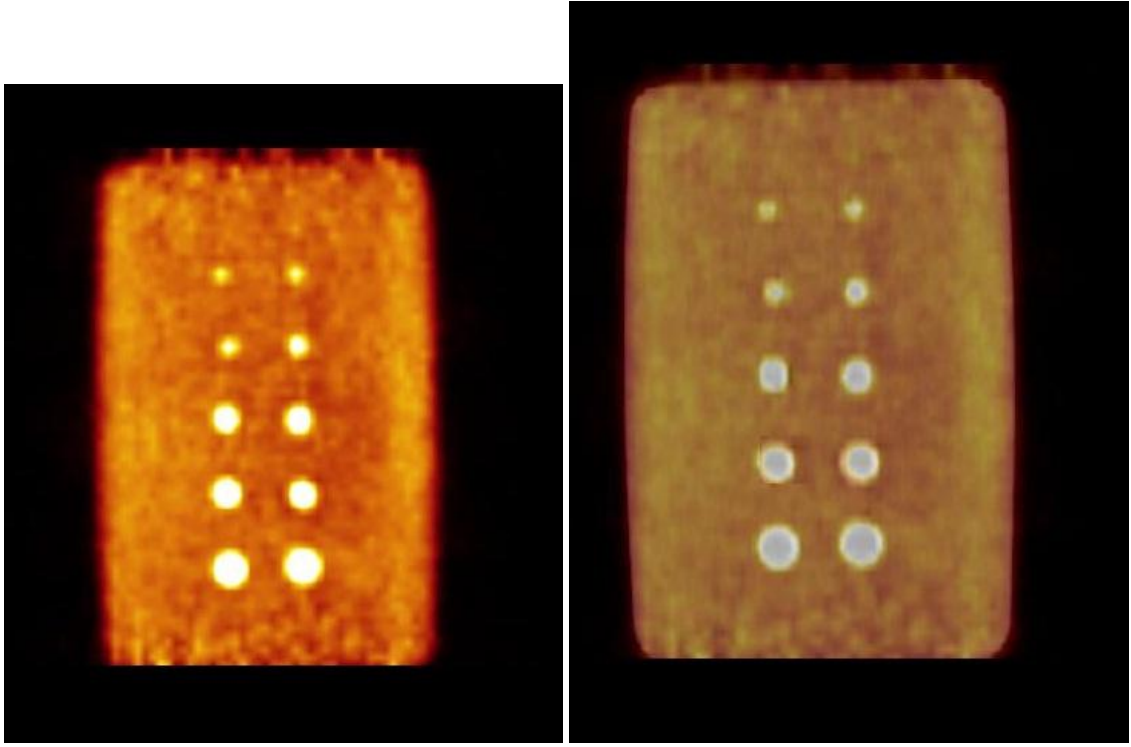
128x128 matriste alınan PET (sağda) ve PET/CT füzyon görüntüsü (solda).
